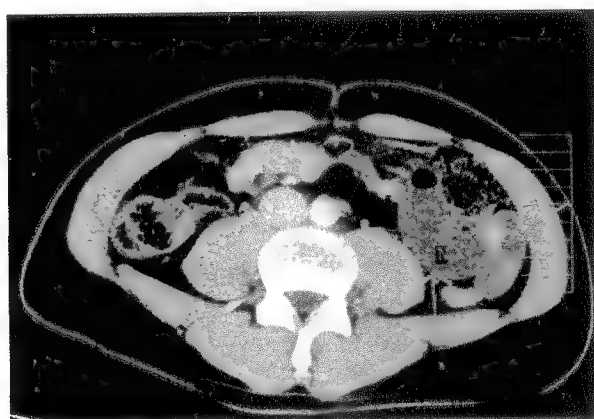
Necroză de ansă – secțiune axială CT abdomino-pelvic cu contrast: diferență a prizei de contrast parietale între două anse intestinale alăturate (săgeți); ansa marcată cu N (necroză) este necrozată secundar unei ocluzii intestinale. (Colecția Cl. Radiologie Cluj-Napoca, dr. S. Manole).
